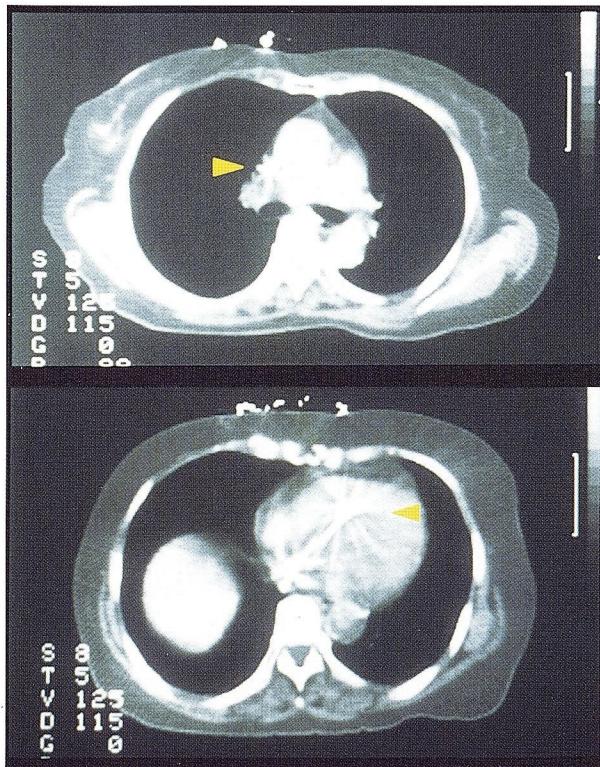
Chest computerized tomography (CT) demonstrated the abdominal catheter in the vena cava superior (upper, arrow head), and in the right atrium (lower, arrow head).
